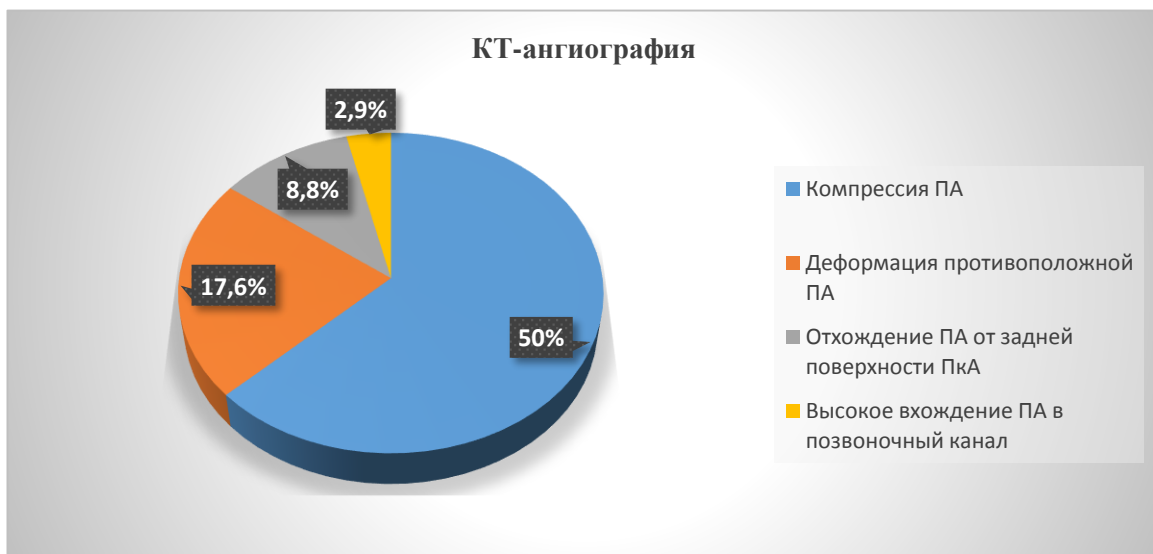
Результаты КТ-ангиографии
